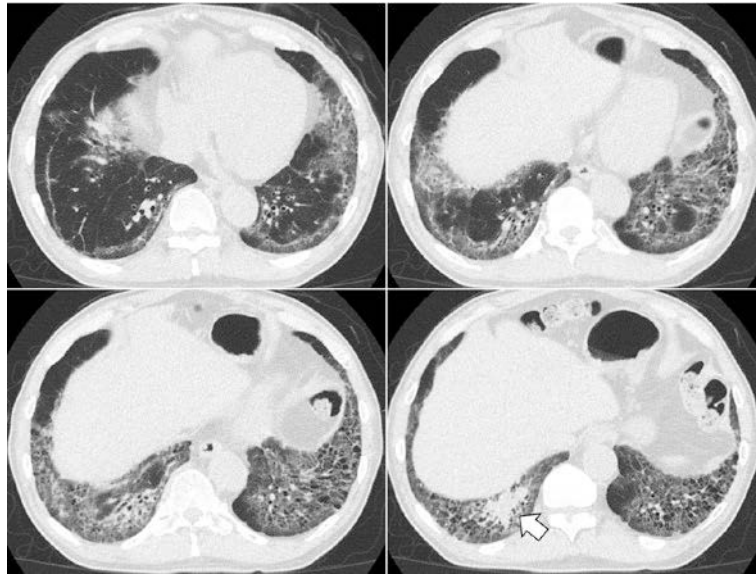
Chest high-resolution computed tomography (HRCT) showed diffuse bilateral ground-glass opacification superimposed on bronchiolectasis, and subpleural sparing with no definite honeycomb cysts. The findings of the HRCT were interpreted as a non-specific interstitial pneumonia pattern. Furthermore, the consolidation in the lower lobe of the right lung was newly detected (arrow).
